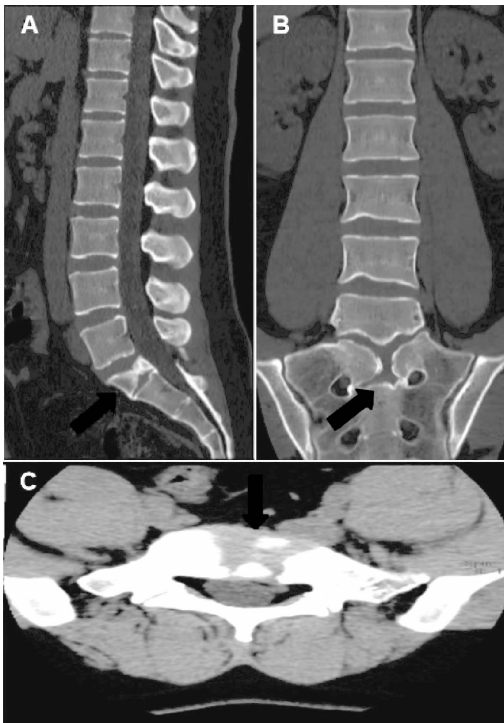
CT 扫描矢状位(A)、冠状位(B)、横断面(C)显示蝴蝶椎(箭头所示)
